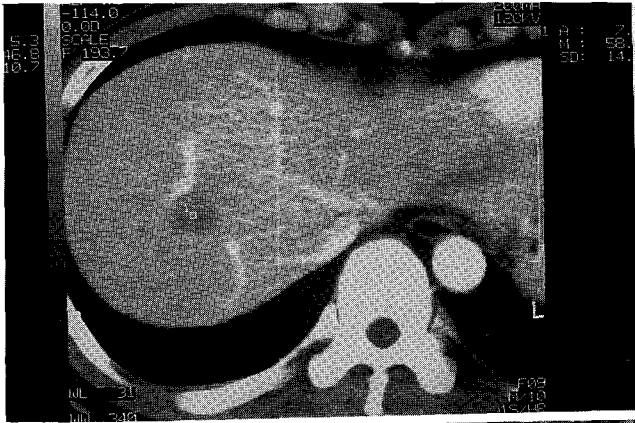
Axial CT scan with delayed enhancement through the liver reveals 1.5 cm sized well marginated nonenhancing nodule in the S8 of the liver.
